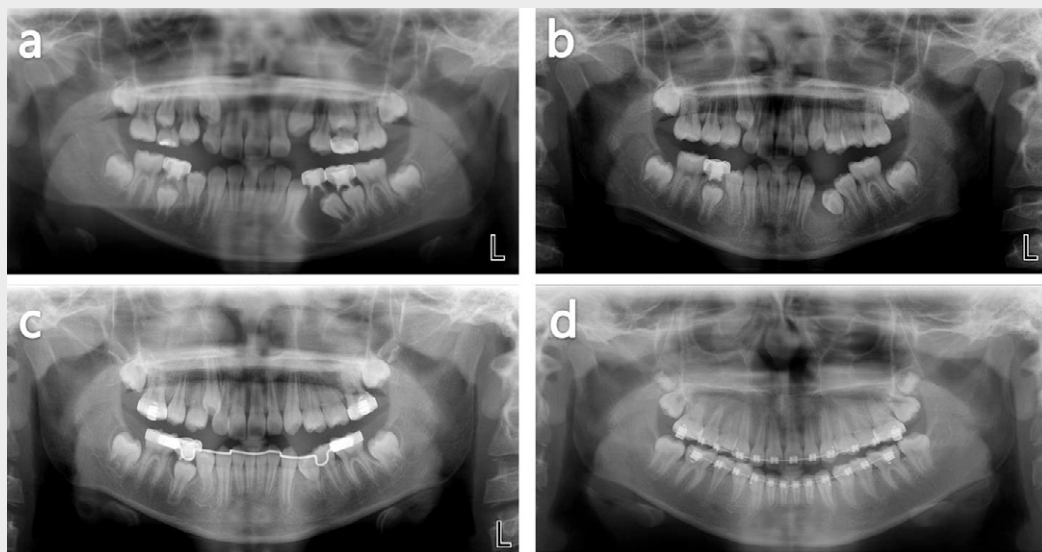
Panoramic X-rays of case 2.
